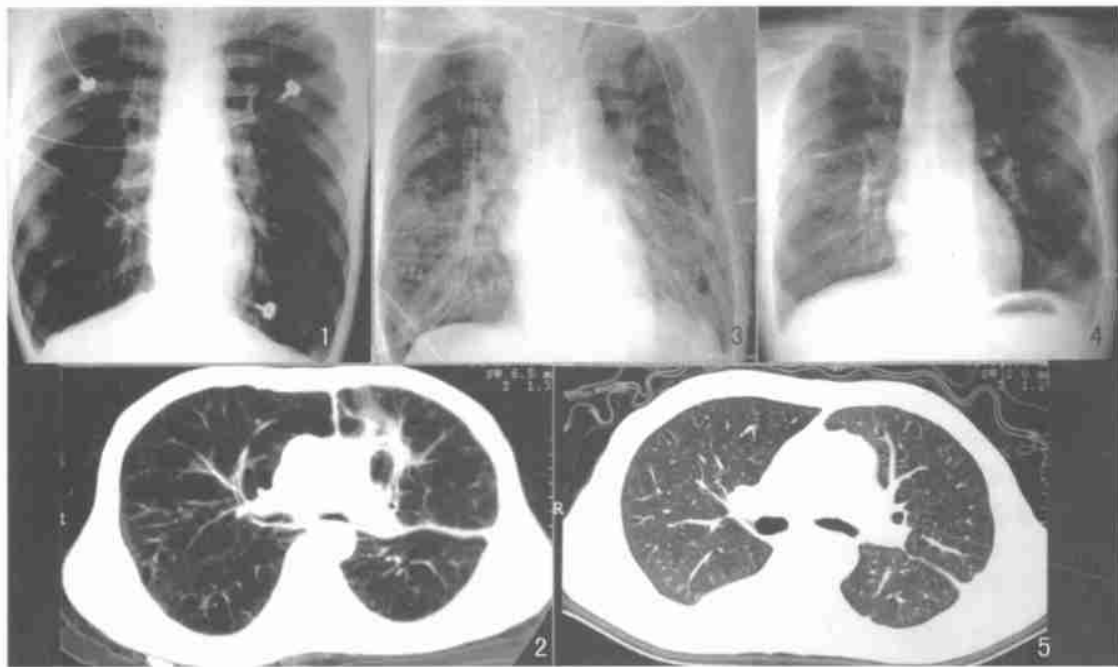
2 术前胸部 X 线及 CT 片显示两肺广泛肺气肿, 肺纹理消失, 左上肺炎性改变, 桶状胸改变明显, 双膈塌陷 图 3 术后 2 h 床边 X 线胸片示 Swan-Ganz 导管, 双侧前外侧切口皮肤缝合钉, 二肺扩张良好, 左肺再灌注损伤轻微, 右下肺少许再灌注损伤, 左、右、上、下各 2 根胸腔引流 图 4 术后 2 个月前位 X 线胸片示心影正常, 两肺扩张良好, 二肺纹理清晰, 双膈上抬, 胸廓基本正常 图 5 术后 2 个月胸部 HRCT 显示两肺扩张、血液灌注良好, 右下胸腔胸膜增厚
